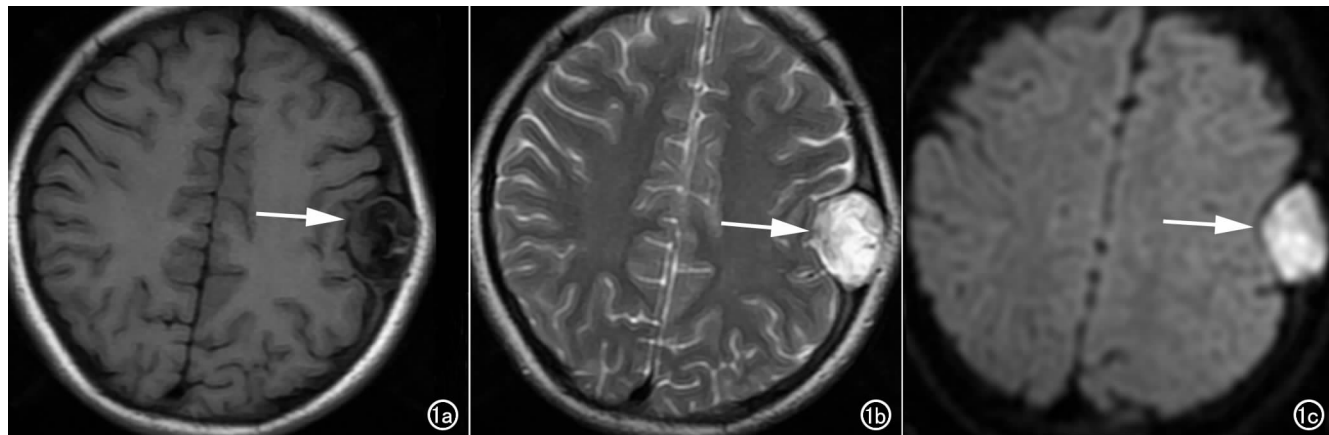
左侧额后部颅骨表皮样囊肿(箭)。a) T_1 WI 图像示左侧额后部局部类圆形颅骨骨质破坏区, 边界清楚, 周围见低信号硬化环, 内外板皮质呈火山口样掀起改变, 病灶以低信号为主, 其中夹杂少许斑片状高信号影; b) T_2 WI 图像示左侧额后部病灶以高信号为主, 其中夹杂少许斑片稍低信号影。病灶与内侧脑组织分界清晰, 脑膜及邻近脑组织受压内移; c) DWI 图像示左侧额后部病灶呈明显高信号。
